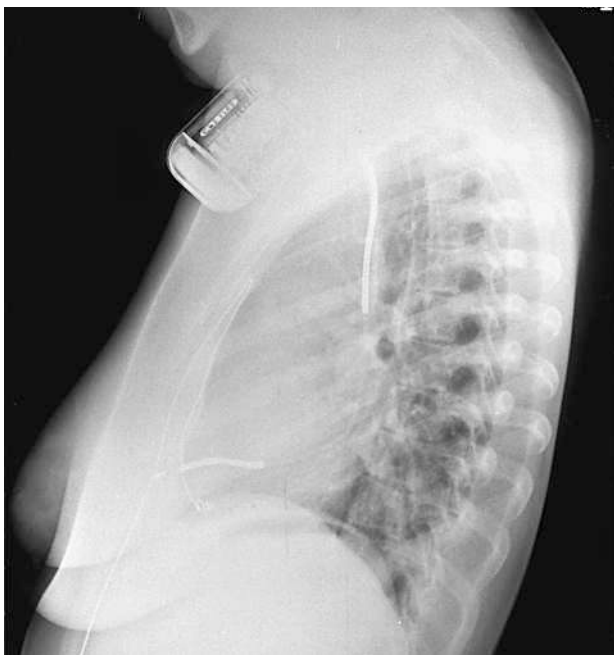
Radiografía lateral de tórax previa a la recolocación de la sonda. Se observa la disposición ventral de la punta del electrodo detector-estimulador, muy cerca de la pared torácica anterior.
